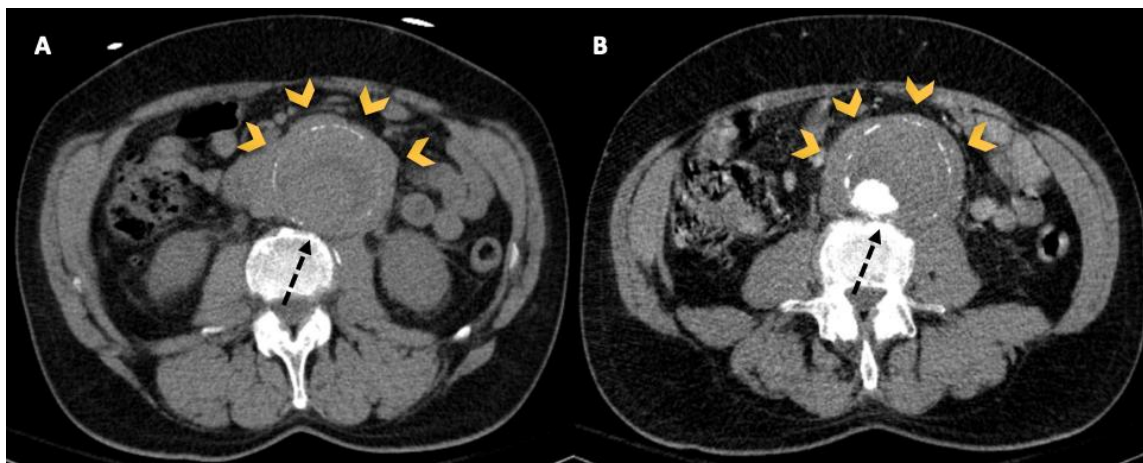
TC abdominopélvica sin contraste intravenoso (A) y en fase arterial (B) donde se visualiza una dilatación aneurismática de la aorta abdominal con calcificación parietal continua, rodeada de tejido de partes blandas en su vertiente anterolateral (puntas de flecha amarillas) , con respecto de la vertiente posterior (flecha discontinua negra).
